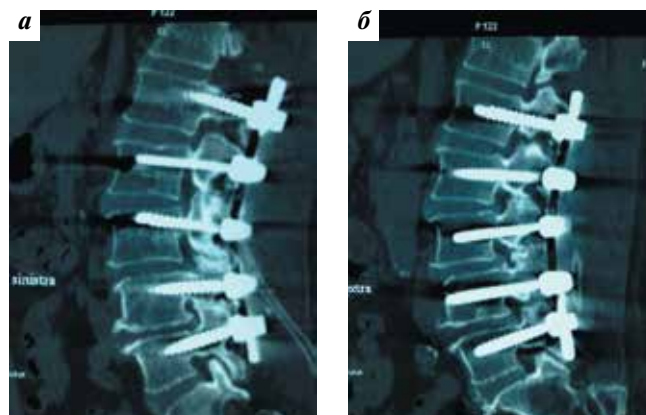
Компьютерная томография поясничного отдела позвоночника после повторной операции: левосторонняя (а) и правосторонняя (б) латеральная сагиттальная проекции. Ревизия позвоночного канала, фораминотомия L2–L3, L3–L4, L4–L5 с правой стороны
